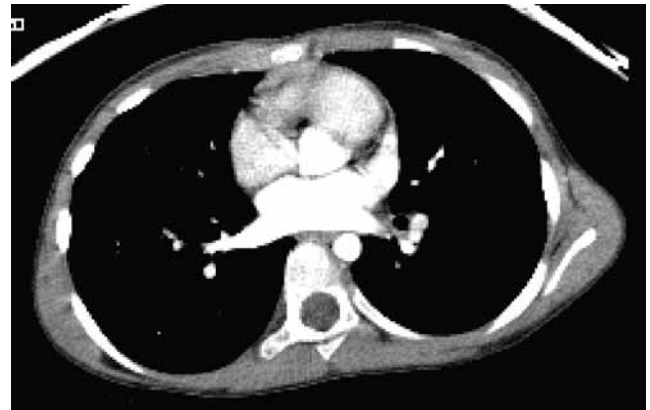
TC de tórax con contraste iv. Corte axial con ventana de mediastino a la altura de hilio izquierdo sin objetivar anomalías. Ha desaparecido la masa adenopática detectada en el control previo.
